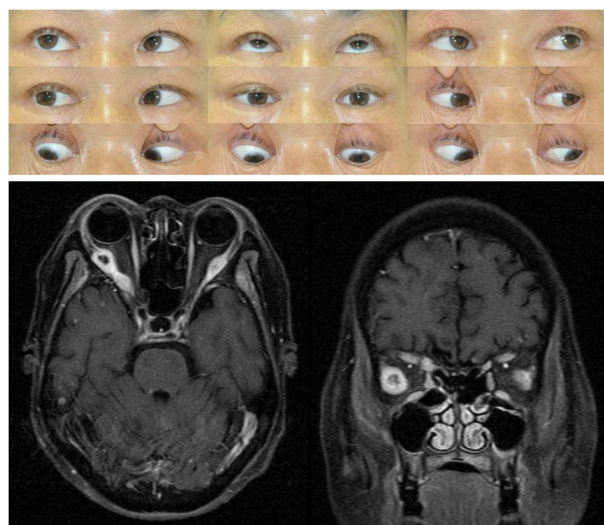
This patient with a history of lung cancer presented with binocular horizontal diplopia and a limitation of abduction in the right eye. Orbital MRI with contrast shows enlargements and ring-enhancement of both lateral rectus muscles.
